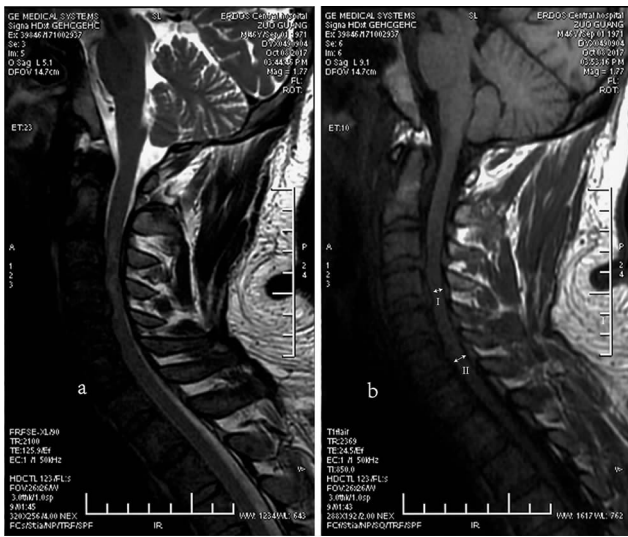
成人无骨折脱位型颈脊髓损伤的MRI矢状位像表现。AIS等级为A。a. MRI T2 加权像显示对应 C3/4 椎间盘水平后方脊髓内出血伴周围水肿信号,出血灶超过一半脊髓直径;b. MRI T1 加权像显示主要有 C3/4 和 C4/5 两个椎间盘突出,压迫脊髓,其中以 C4/5 处明显,测量局部脊髓压迫率为 31%。
